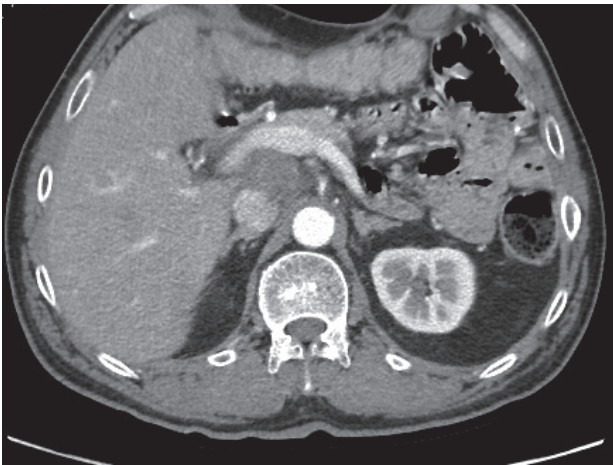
Recidiva linfonodale alla prima rivalutazione TC (marzo 2016).
